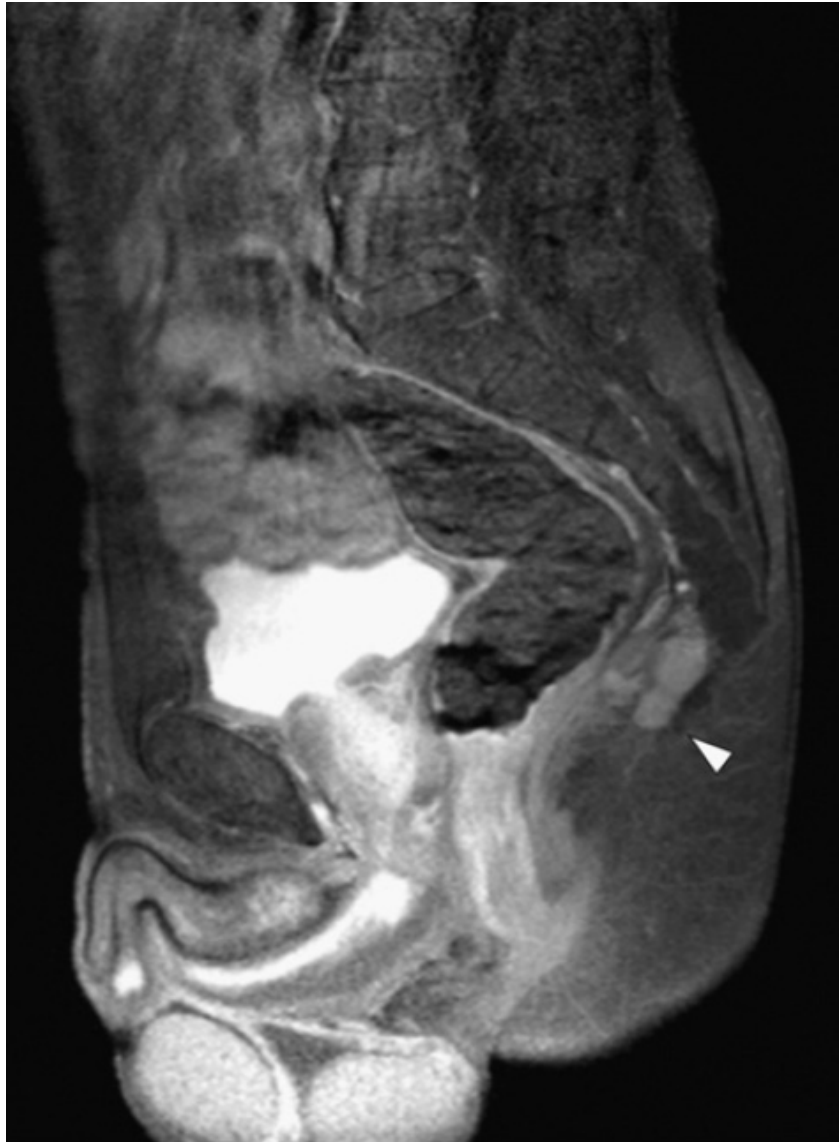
Malade âgé porteur asymptomatique du SC. Coupe sagittale d'une IRM médullaire, réalisée dans le cadre d'une enquête familiale sur nourrisson atteint, montrant un rehaussement au gadolinium d'une petite masse pré-sacrée lobulée. L'image est en faveur d'un tératome bénin (Flèche).
